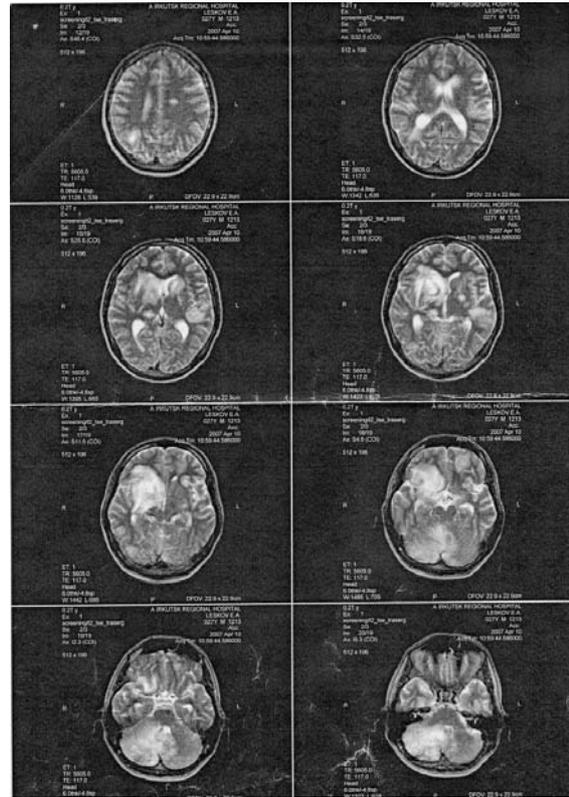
МСКТ головного мозга больного Л.
